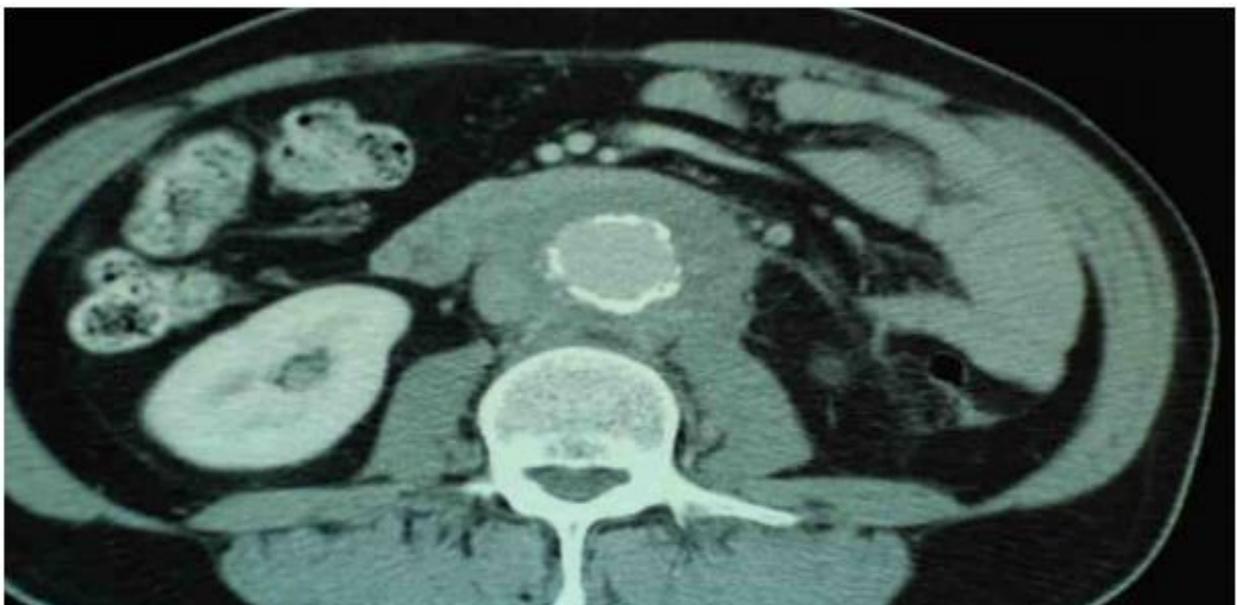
Angio TDM montrant un anévrysme aortique inflammatoire. Douleurs abdominales, mais aucun signe de rupture. Le patient a été traité chirurgicalement après quelques semaines de corticothérapie.
